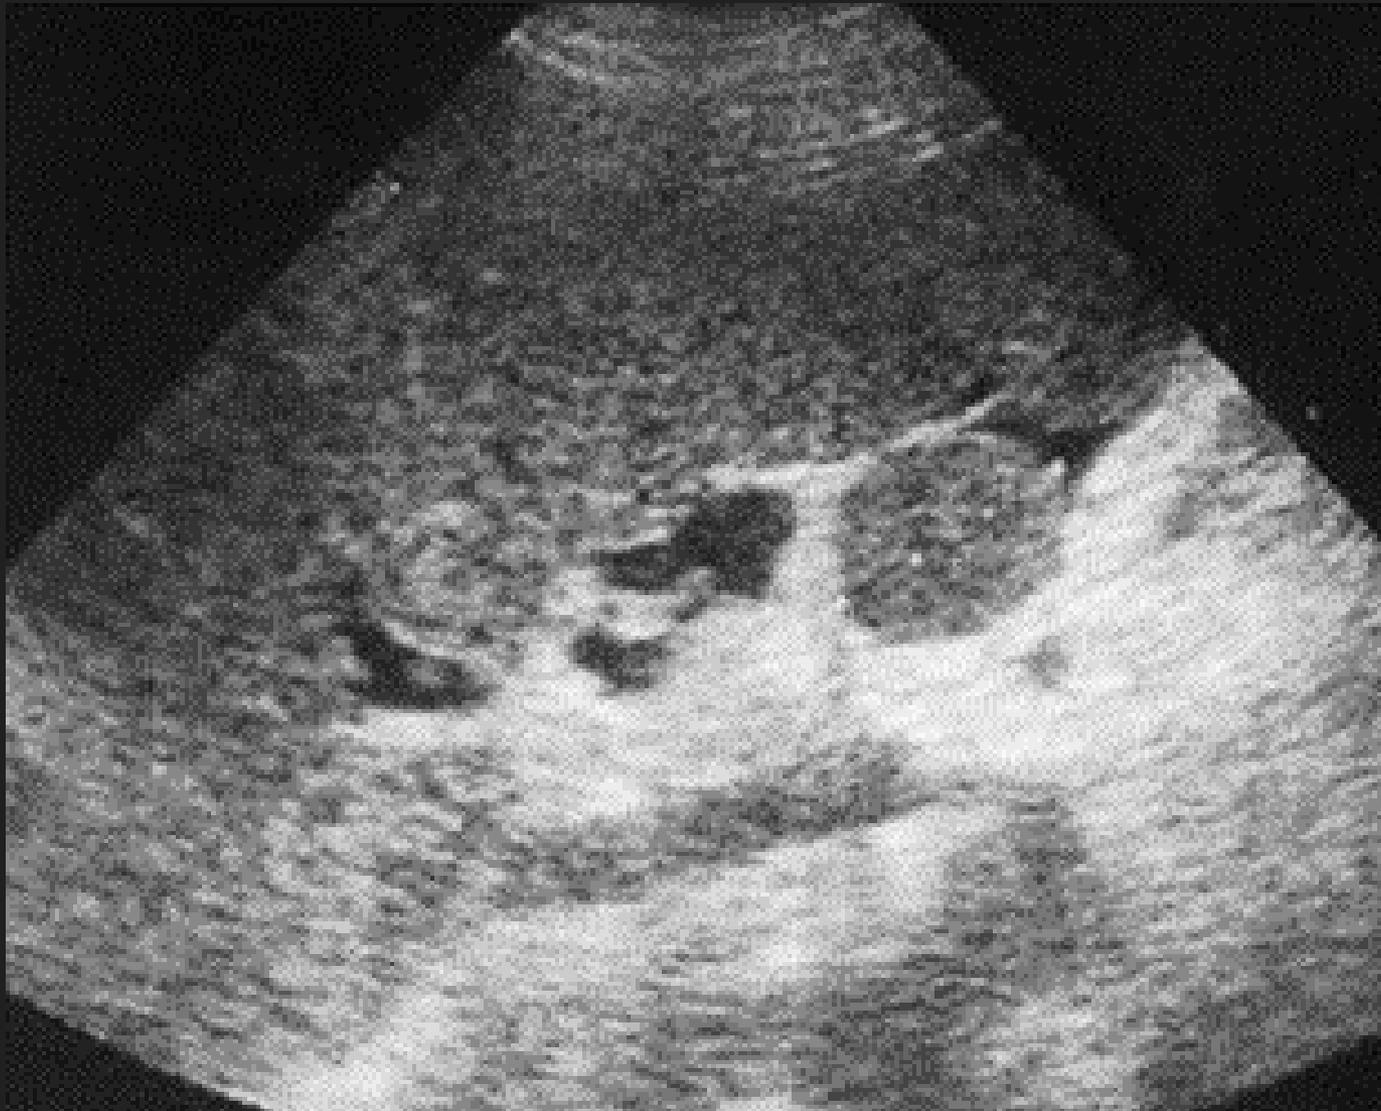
Bazo accesorio. A. La visión longitudinal del bazo muestra una masa isoecogénica (*cursores*) en el hilio esplénico, característica de bazo accesorio. B. El power Doppler muestra flujo sanguíneo originado de una rama de la arteria esplénica.
